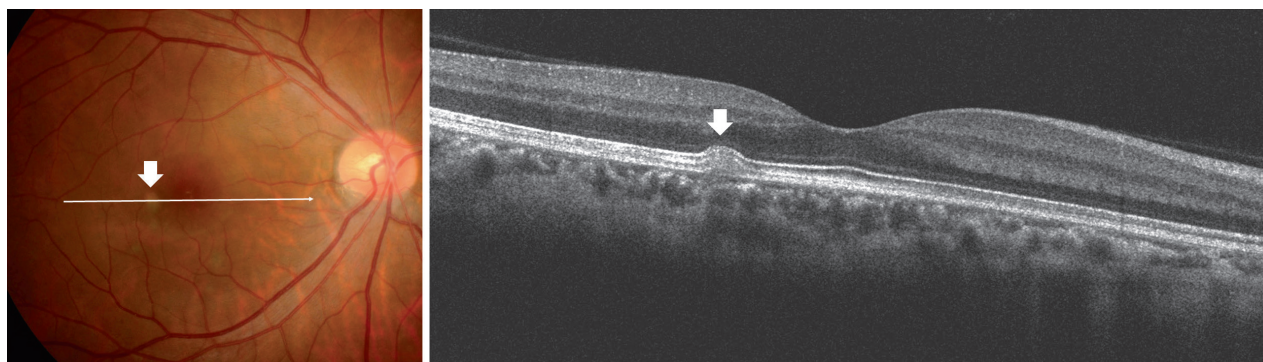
Оптическая когерентная томография. Гиперрефлективный очаг в наружных слоях сетчатки, соответствующий активному очагу (стрелка)
